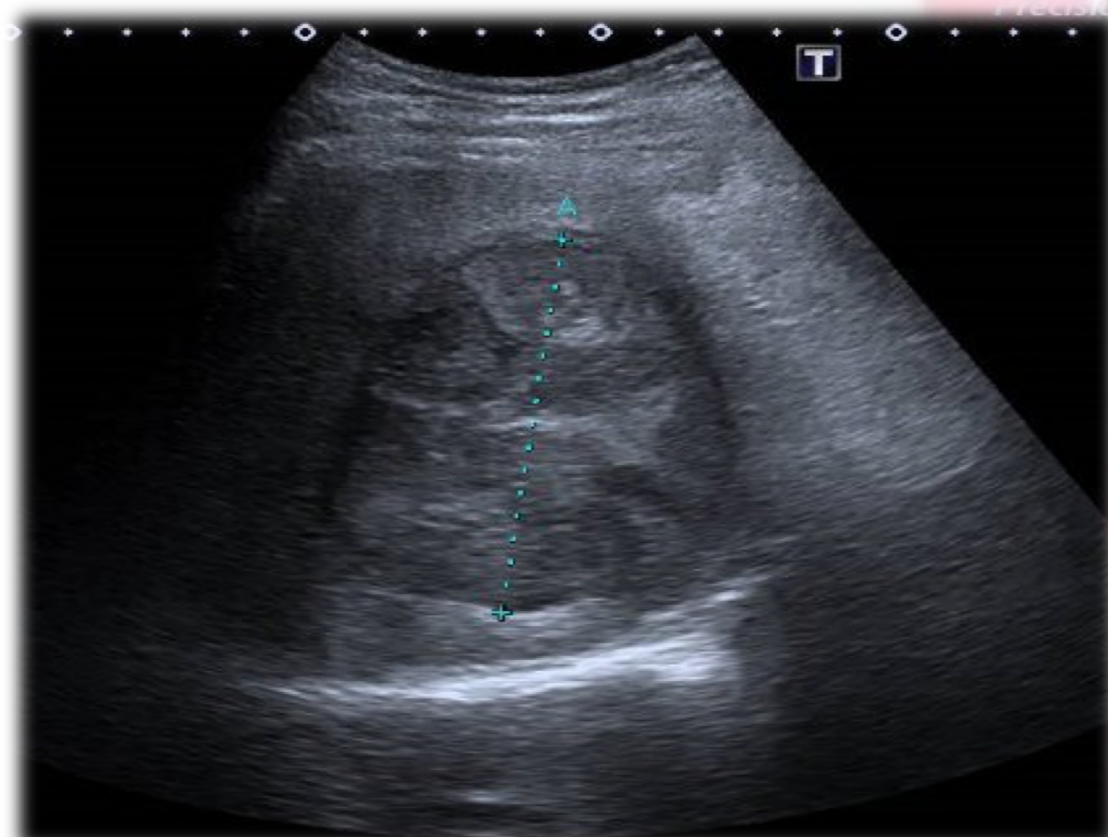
Diagnóstico de CHC en ecografía hepática.
